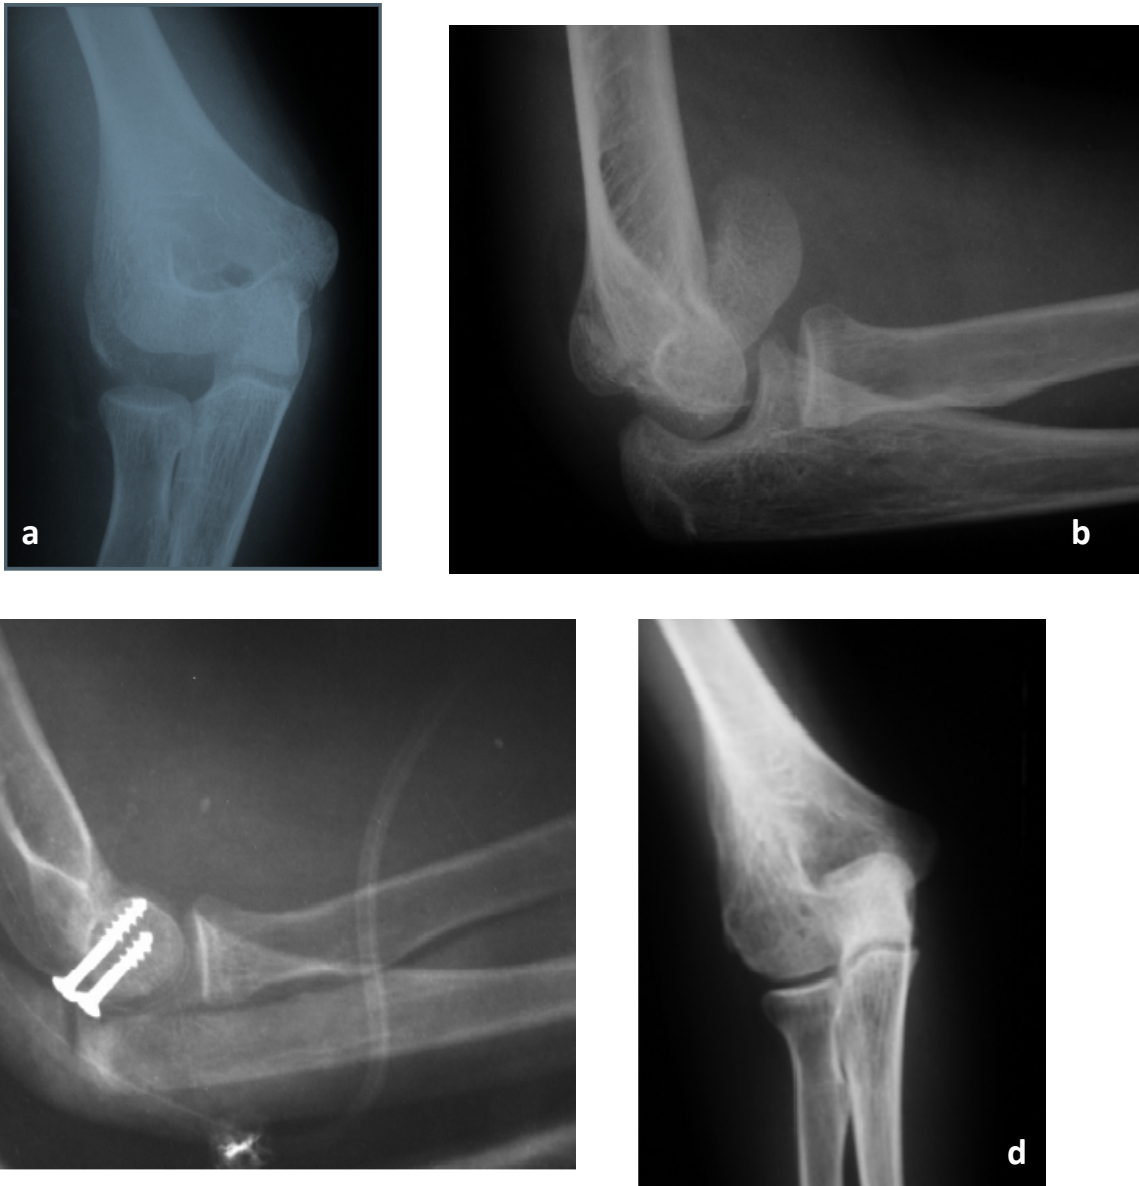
radiographie du coude montrant la fracture type I du capitellum chez une fille de 13 ans.
